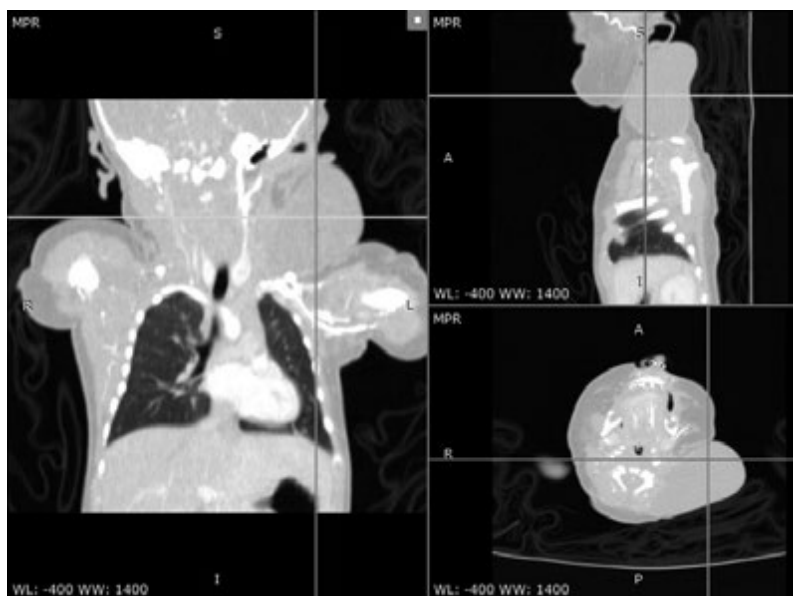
Компьютерная томограмма новорожденного с лимфангиомой шеи.
